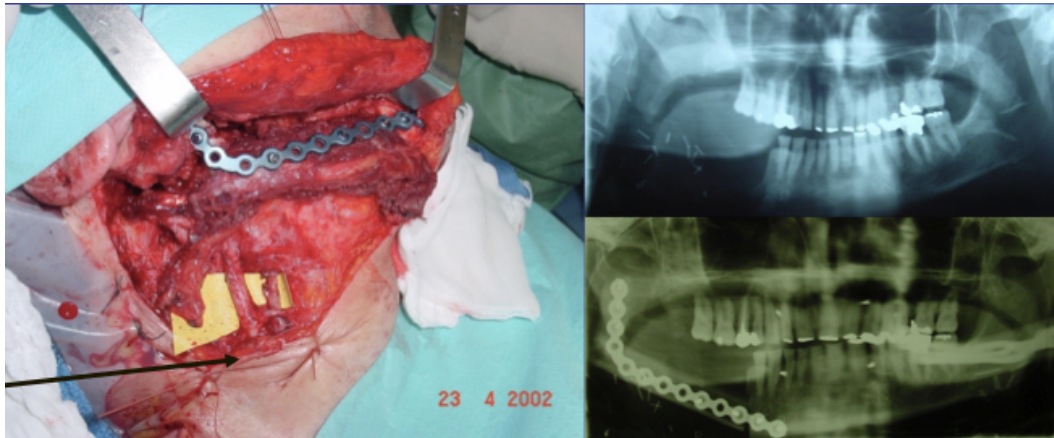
Réparation d'une perte de substance mandibulaire de la branche horizontale droite par un transplant de fibula : aspect du greffon en per-opératoire et comparatif entre les radiographies panoramiques pré-opératoire et post-opératoire (patient de l'ICL)
